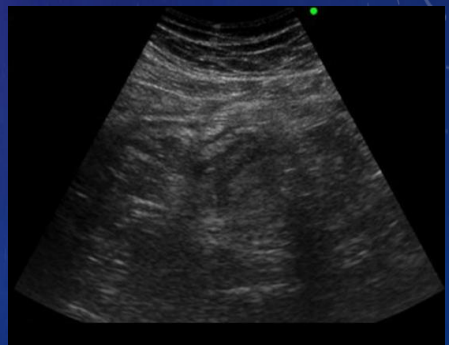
Imagen de ecografía en modo B. En fosa iliaca derecha, se visualiza área heterogénea hiperecoica que engloba al apéndice cecal, el cual se observa engrosado con escaso líquido libre en la vecindad.
